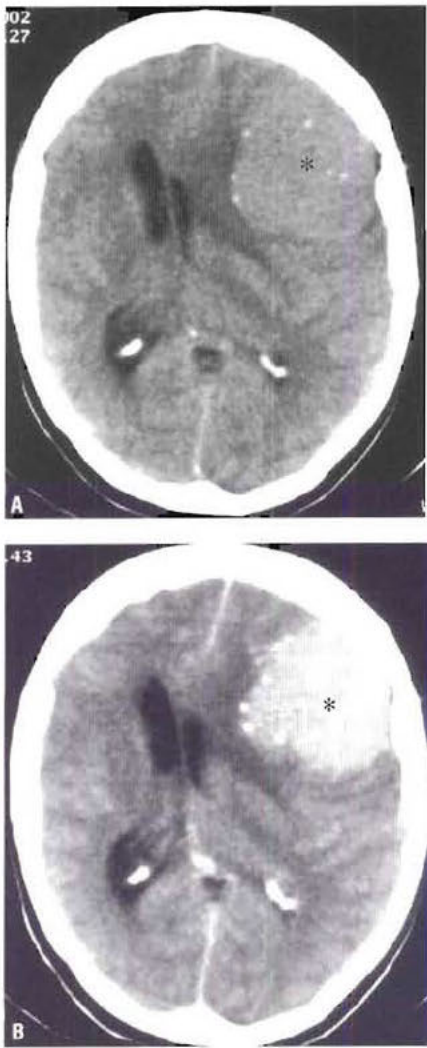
Méningiome – TDM avant (A) et après (B) injection intraveineuse de produit de contraste iodé. Cette tumeur (astérisque) contient un semis de calcifications et a une large base d'implantation sur la table interne de la voûte du crâne, qui est longée par la dure-mère qui donne naissance à cette tumeur. Noter la prise de contraste homogène et l'effet de masse.
